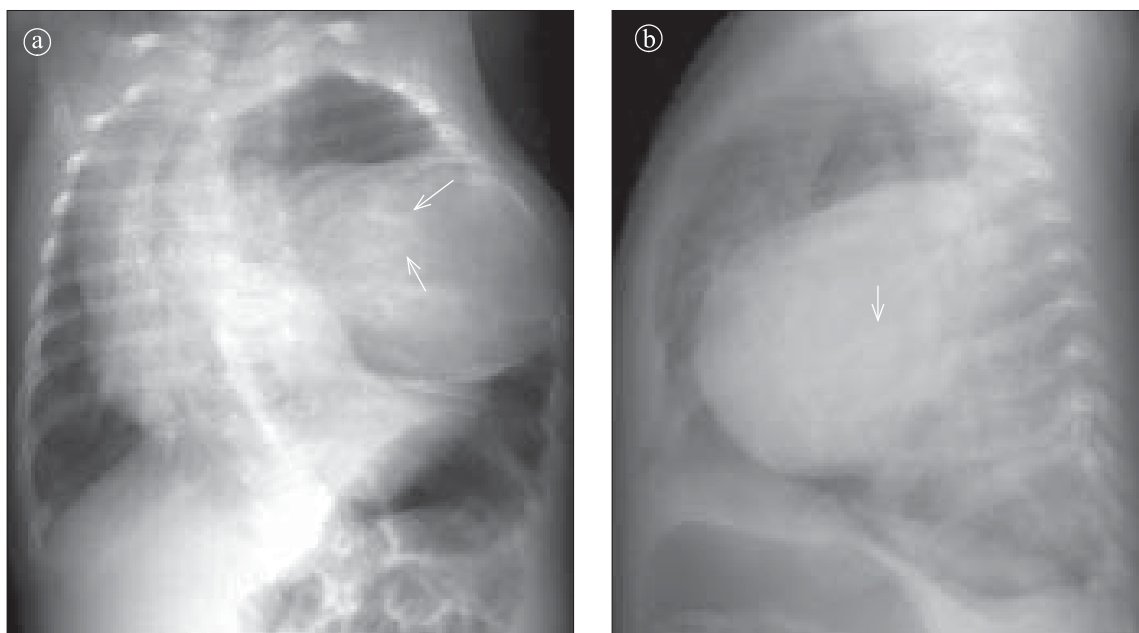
Teratom. Radiografie toracică a) AP și b) LL stâng. Opacitate voluminoasă, rotundă, cu structură inomogenă cu calcifieri situată în jumătatea inferioară a hemitoracelui stâng, care deplasează mediastinul către dreapta.
